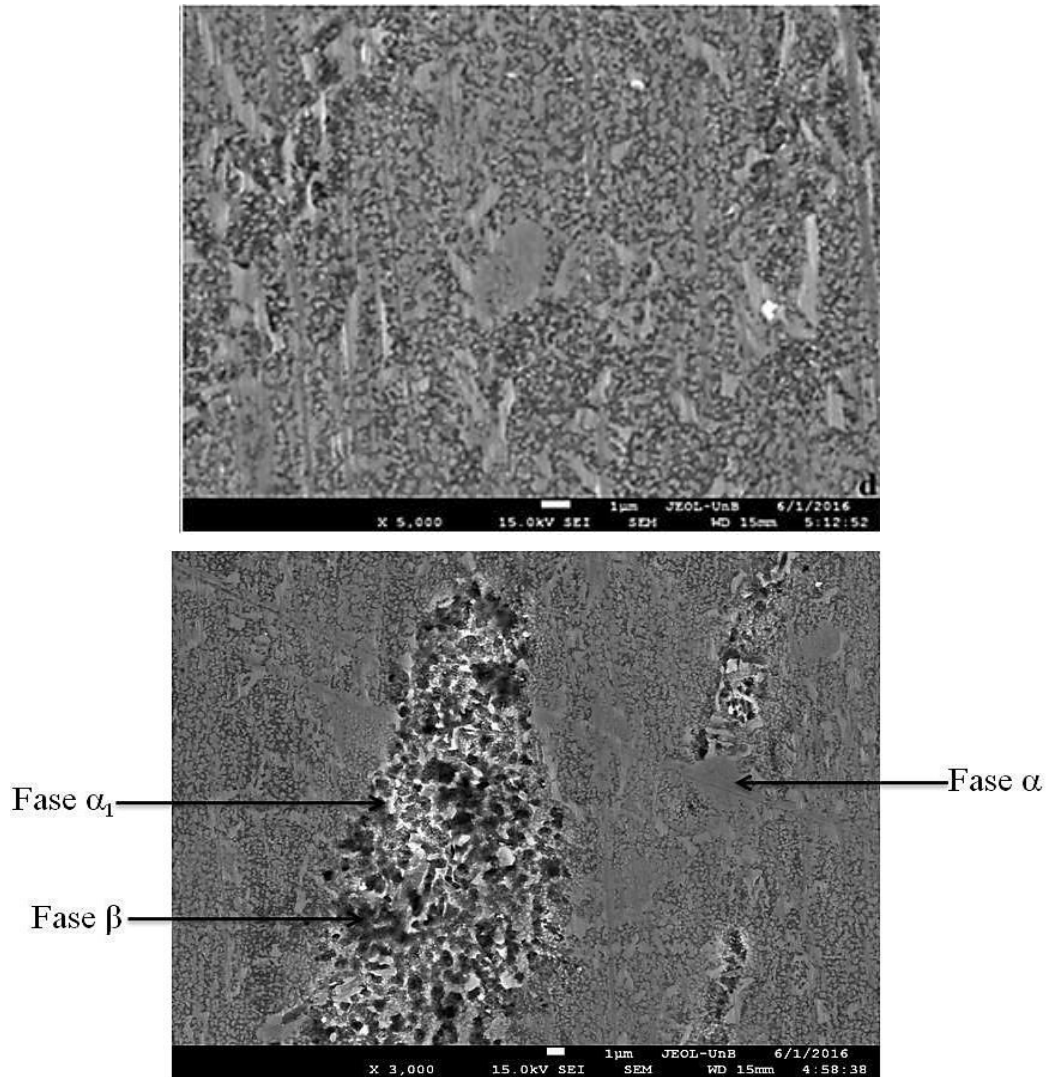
Microestrutura Amostra CT1.
